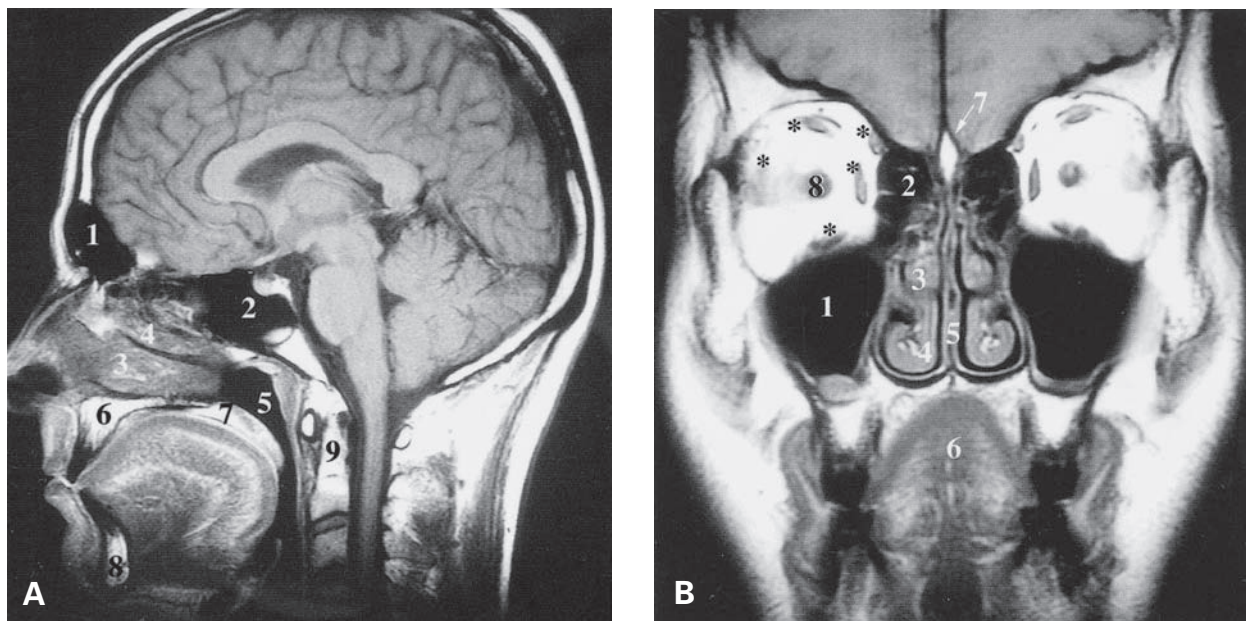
RM de senos paranasales y fosas nasales. (A) Imagen sagital. 1) Seno frontal. 2) Seno esfenoidal. 3) Cornete inferior. 4) Cornete medio. 5) Nasofaringe. 6) Paladar óseo. 7) Velo del paladar. 8) Mandíbula. 9) Apófisis adontoides. (B) Imagen coronal. 1) Seno maxilar. 2) Celdas etmoidales. 3) Cornete medio. 4) Cornete inferior. 5) Tabique nasal. 6) Lengua. 7) Apófisis *crista galli*. 8) Nervio óptico. Los asteriscos señalan los músculos extrínsecos del globo ocular.
